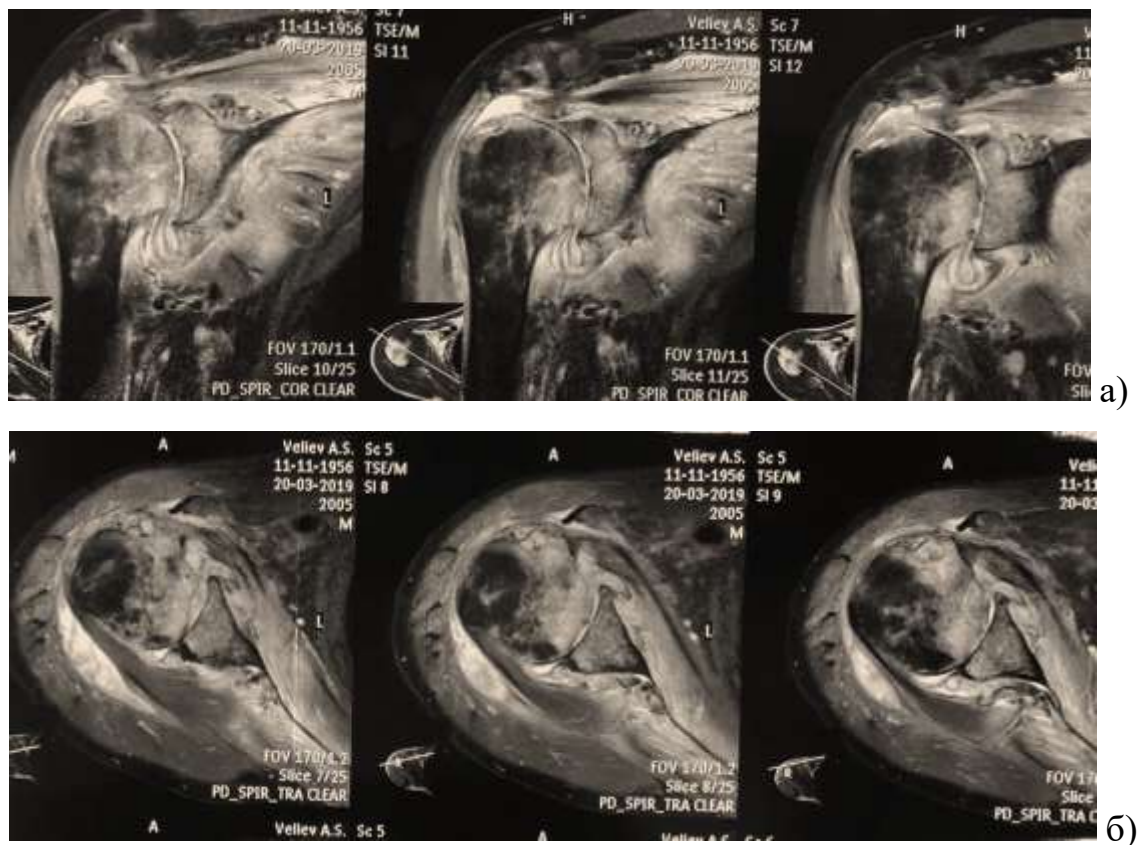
МРТ плечового суглоба, T2 Pdfatsat режим.
